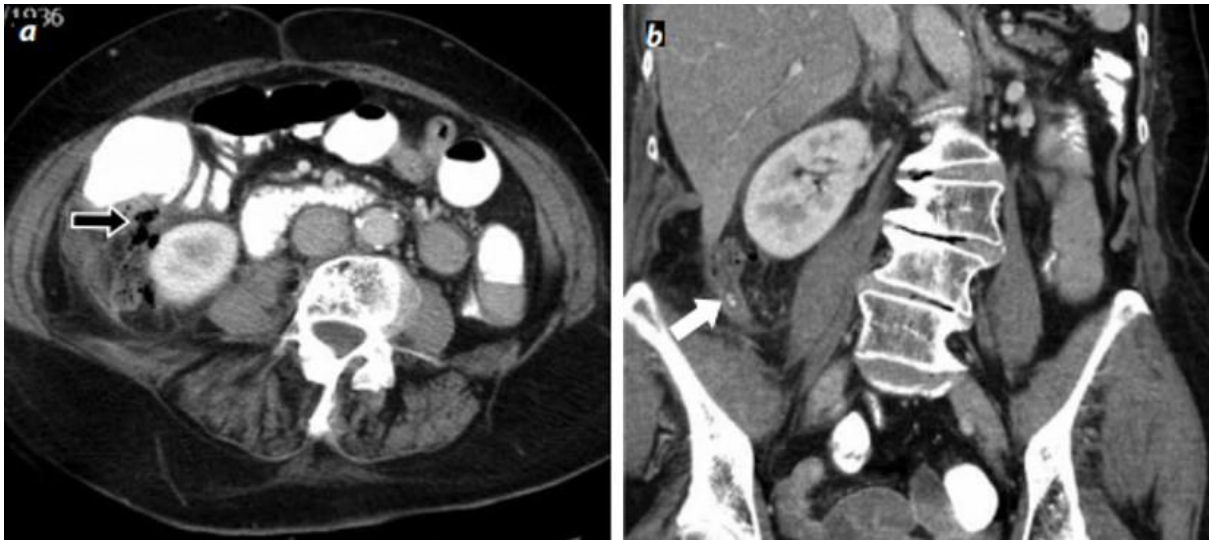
Tomografía abdominal con medio de contraste en plano axial (a) y coronal (b). En imagen se observan cambios inflamatorios de la grasa ileocecal y presencia de gas extraluminal en retroperitoneo debido a perforación de apéndice.
